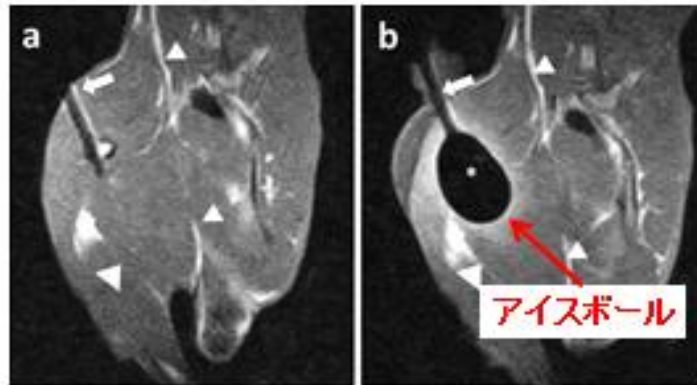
凍結前後の MRI 画像、矢印は凍結治療器のプロープ、矢頭は大腿骨を示す。
